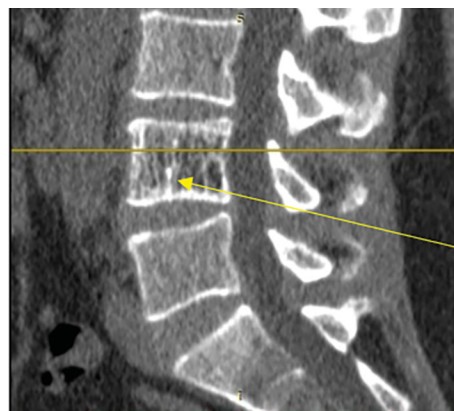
КТ поясничного отдела позвоночника, сагиттальная реконструкция. На фоне повышенной прозрачности костной ткани тела L4 позвонка (желтая стрелка) определяются утолщенные продольно ориентированные костные балки (симптом «вельветовой ткани»), которые визуализируются лучше, чем при рентгенографии
